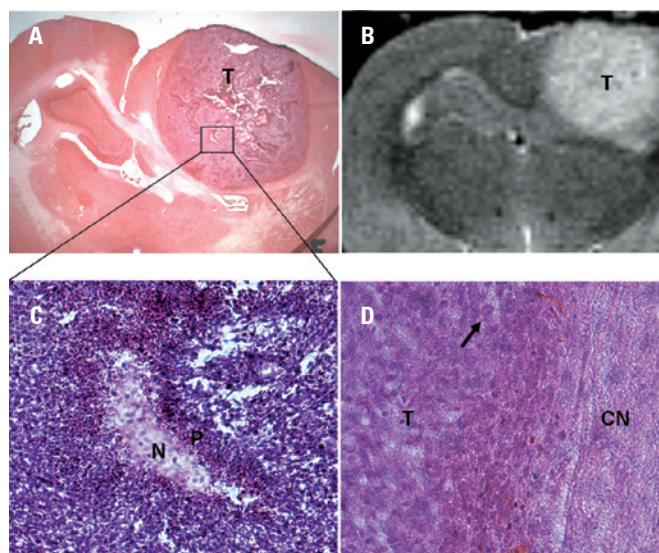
Características histopatológicas do modelo C6. (A) Seção histológica e (B) imagem de ressonância magnética mostrando o tumor circular claramente delimitado "T" comprimindo estruturas ventriculares. (C) N, área de necrose, e P, células pseudopaliçadas adjacentes à região de necrose. (D) Borda do tumor com presença de células gigantes (seta) e CN, tecido cerebral normal. Aumento: (A) x10, (B) x10, (C) x100, (D) x400
